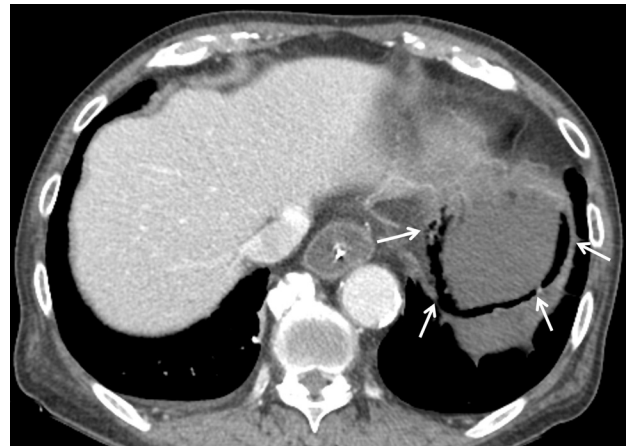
CT finding. A contrast-enhanced abdominal CT scan shows diffuse wall thickening and irregular collections of gas within the gastric wall (arrows).
